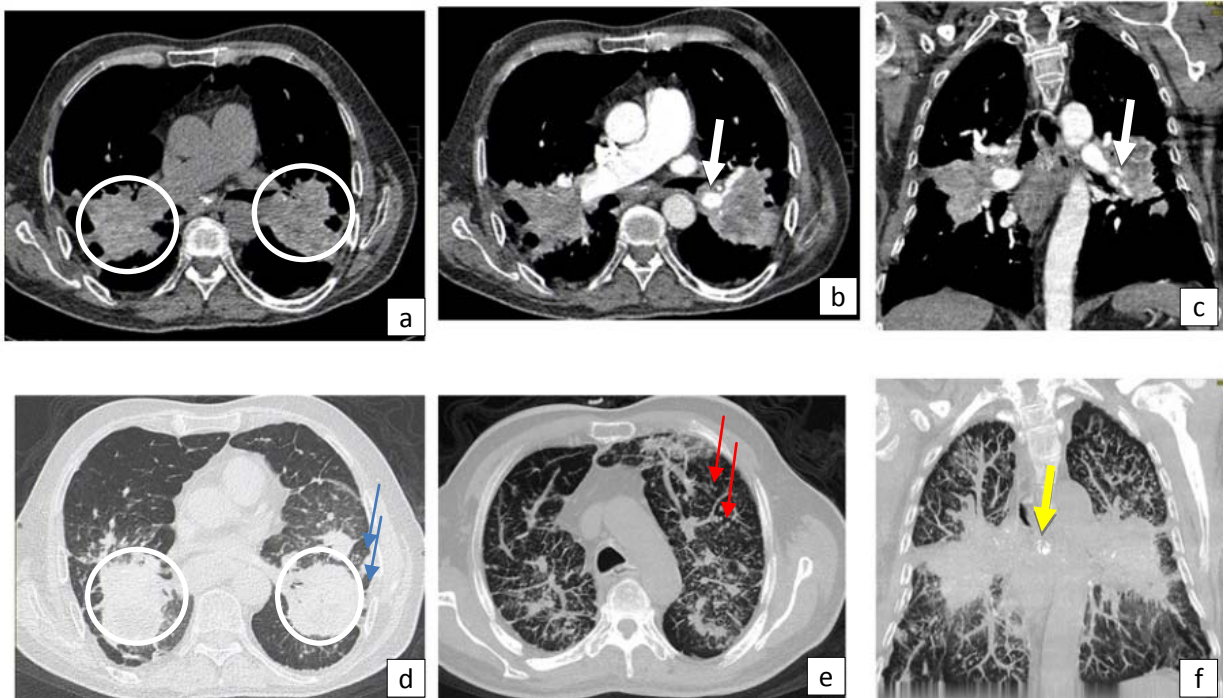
TDM en coupes médiastinales axiales (a,b) et en reconstruction coronale (c) et parenchymateuses axiales (d,e) et en reconstruction coronale (f) : Masses rétractiles hilaires bilatérales (cercles), partiellement calcifiées (flèches blanches); associées à des pseudo-plaques pleurales (flèches bleues), des micronodules bilatéraux (flèches rouges) et des adénopathies médiastinales calcifiées (flèche jaune) rentrant dans le cadre d'une silicose classique compliquée.
